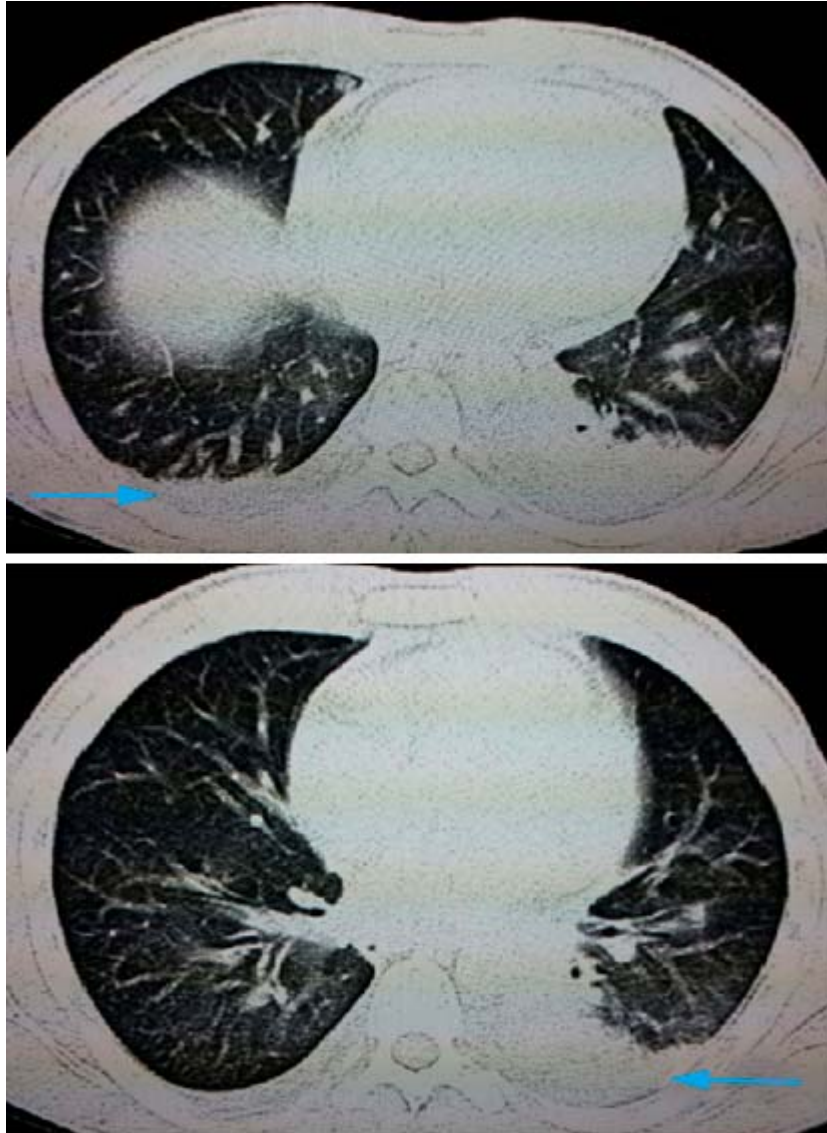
Imágenes inflamatorias bilaterales en tomografía axial de tórax.
